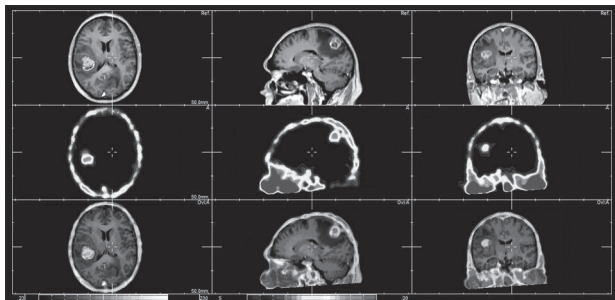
У 3 проекціях представлені: у верхньому ряду зображення МРТ, у середньому ОФЕКТ та у нижньому — суміщені зображення. Пацієнтка Н., 43 р., із метастатичним ураженням головного мозку. На суміщених ОФЕКТ/МРТ-зображеннях відмічається збіг виявлених пухлинних вогнищ як за розмірами, так і структурно
